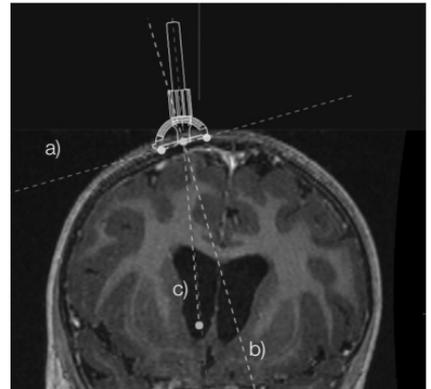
MRT in koronarer Schicht
